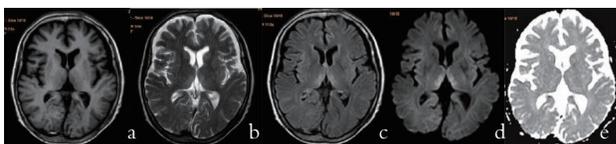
Wernicke 脑病患者治疗前的MRI图像
